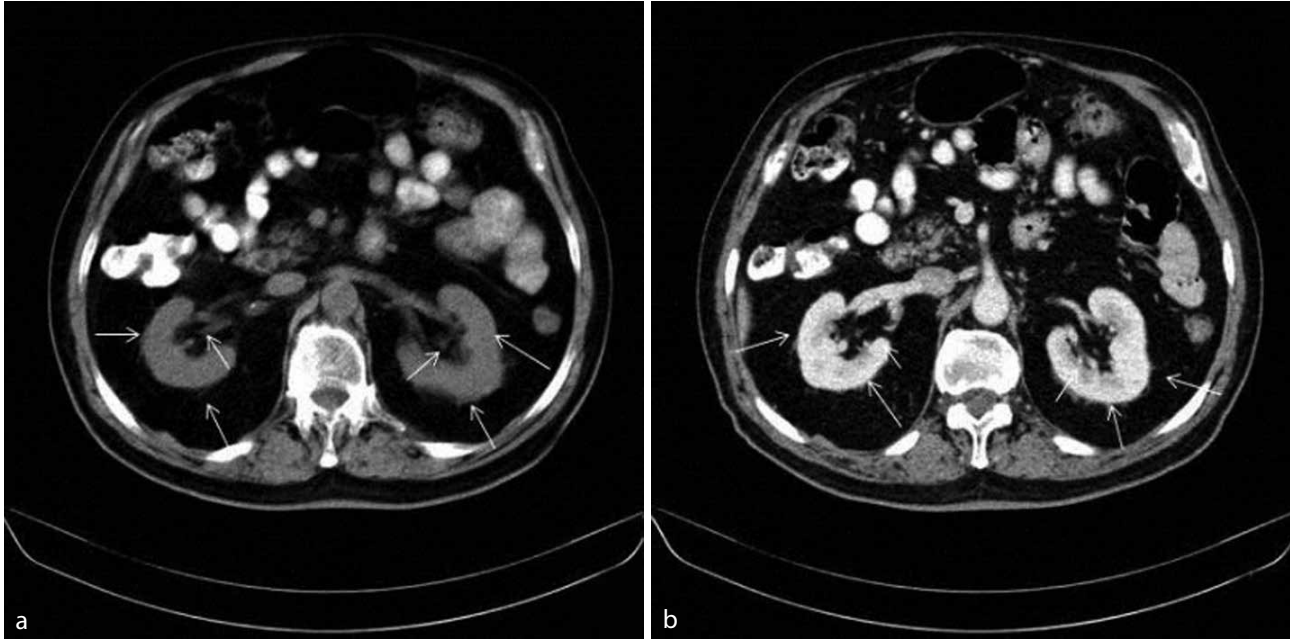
a–c. 62 yaşında erkek hasta. Pre-kontrast BT görüntüde, her iki böbrek renal sinüs lipomatozu izleniyor. Sinüs lipomatozunun kitle etkisine bağlı her iki böbrek posterolateral doğru itilmiş olarak görülüyor (kıvrık ok) (a). Tariflenen bulgu sol böbrekte daha belirgin olarak izleniyor. Post-kontrast BT görüntüde tüm kalisiyel yapıları içinde kontrast maddesi yelkenmesi izleniyor. Bulgusunün lipomatozunun bağlı olarak değerlendirildi. Ekolarak sol böbrekte hiperdensta izleniyor (ok) (b). Post-kontrast BT görüntüde, sol böbrekte belirgin olarak izlenen lipomatozun sol üreter etrafında da boylu boyunca uzandığı izleniyor (ok) (c).
